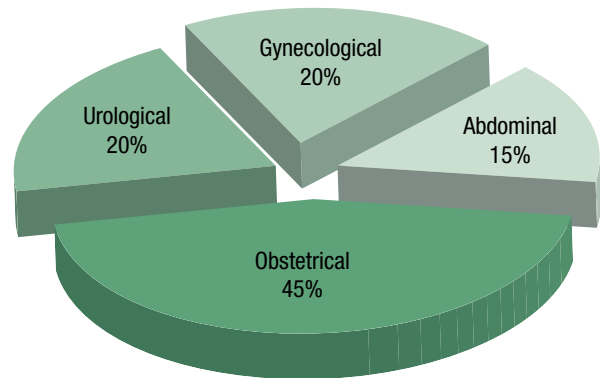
Type of ultrasound examinations performed by the remote physician.
